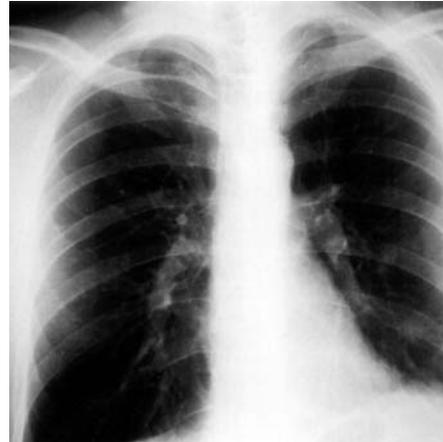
Röntgenothoraxaufnahme nach Pleurapunktion mit noch geringem Resterguss und leichtem Zwerchfellhochstand links.
